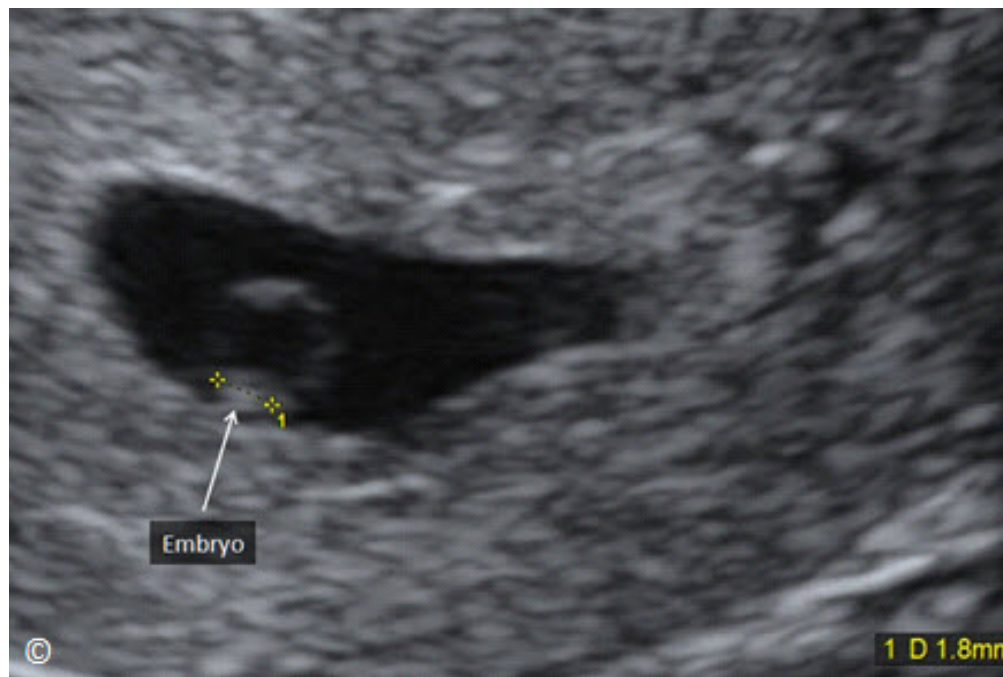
El ultrasonido transvaginal de un saco gestacional con un embrión (marcado) que mide 1.8 mm de tamaño. Tenga en cuenta la ubicación proximal del saco vitelino (no marcado) en relación a el embrión.
